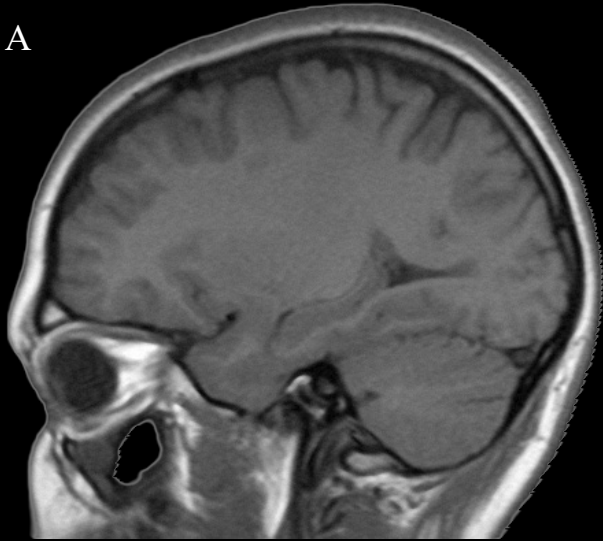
Secção sagital do encéfalo ao nível do núcleo lentiforme. RNM (A) e TC (B). Posteriormente ao núcleo putame observa-se os núcleos globo pálido lateral e globo pálido medial. Este último localizado inferiormente. A cápsula interna é visualizada descendo entre o núcleo lentiforme e o tálamo. No compartimento infra-tentorial a diferença entre o córtex cerebelar e o corpo medular do cerebelo (árvore da vida) é visível.
